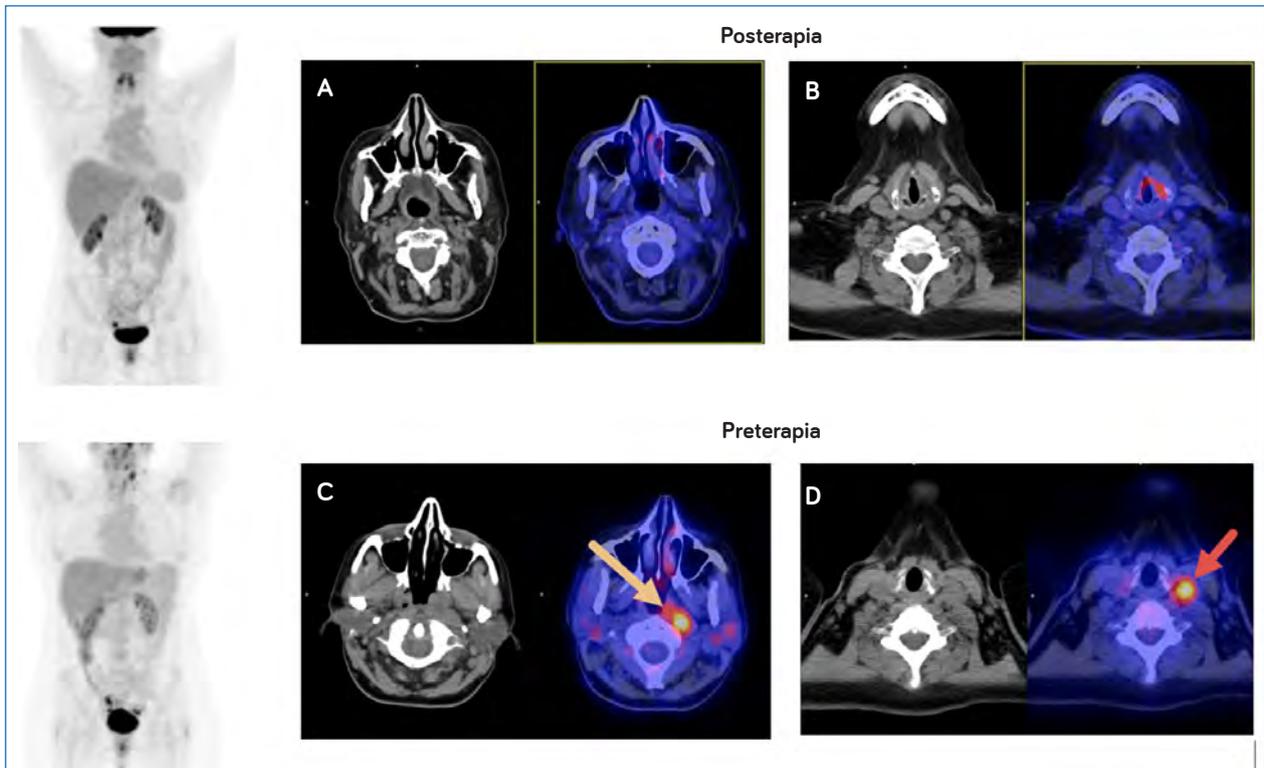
FDG PET/TC en la evaluación de la respuesta terapéutica. Se trata de mujer de 57 años diagnosticada de un carcinoma de nasofaringe de estadio T2N2bM0 que recibe tratamiento QT-RT concomitante. En el estudio PET/TC de estadificación (C y D) puede apreciarse un área hipermetabólica localizada en la nasofaringe que se extiende caudalmente por la pared lateral izquierda de la rinofaringe (flecha amarilla) y una adenopatía hipermetabólica en el nivel III (flecha roja). En el estudio FDG PET/TC, tras finalizar el tratamiento (A y B), puede comprobarse cómo ha desaparecido el hipermetabolismo de las lesiones descritas, lo que es compatible con una respuesta funcional completa.
